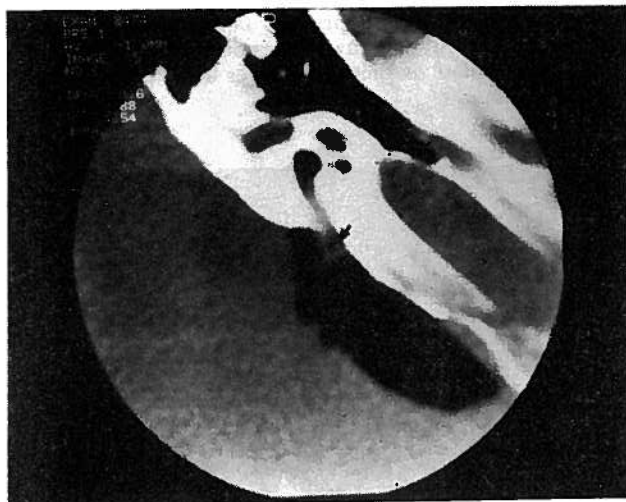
Meatocisternografia com ar combinada com tomografia axial computadorizada demonstrando compressão do VIII par por uma ansa vascular (seta).
